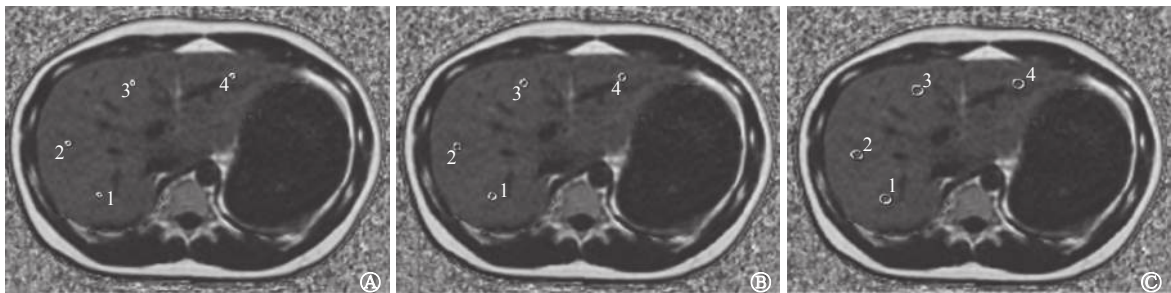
同一位医师手工勾画 3 种面积 ROI 的肝脏脂肪分量 MRI 图像 患者男性,30 岁,体重指数为 31.1 kg/m^2 ,有肝功能异常、高脂血症病史,IDEAL-IQ 诊断为重度脂肪肝,PDFF 约为 28.3% 图中, A: ROI 面积为 10 mm^2 ; B: ROI 面积为 25 mm^2 ; C: ROI 面积为 50 mm^2 。ROI: 感兴趣区; MRI: 磁共振成像; IDEAL-IQ: 非对称回波三点法水脂分离-定量测定; PDFF: 质子密度脂肪含量
